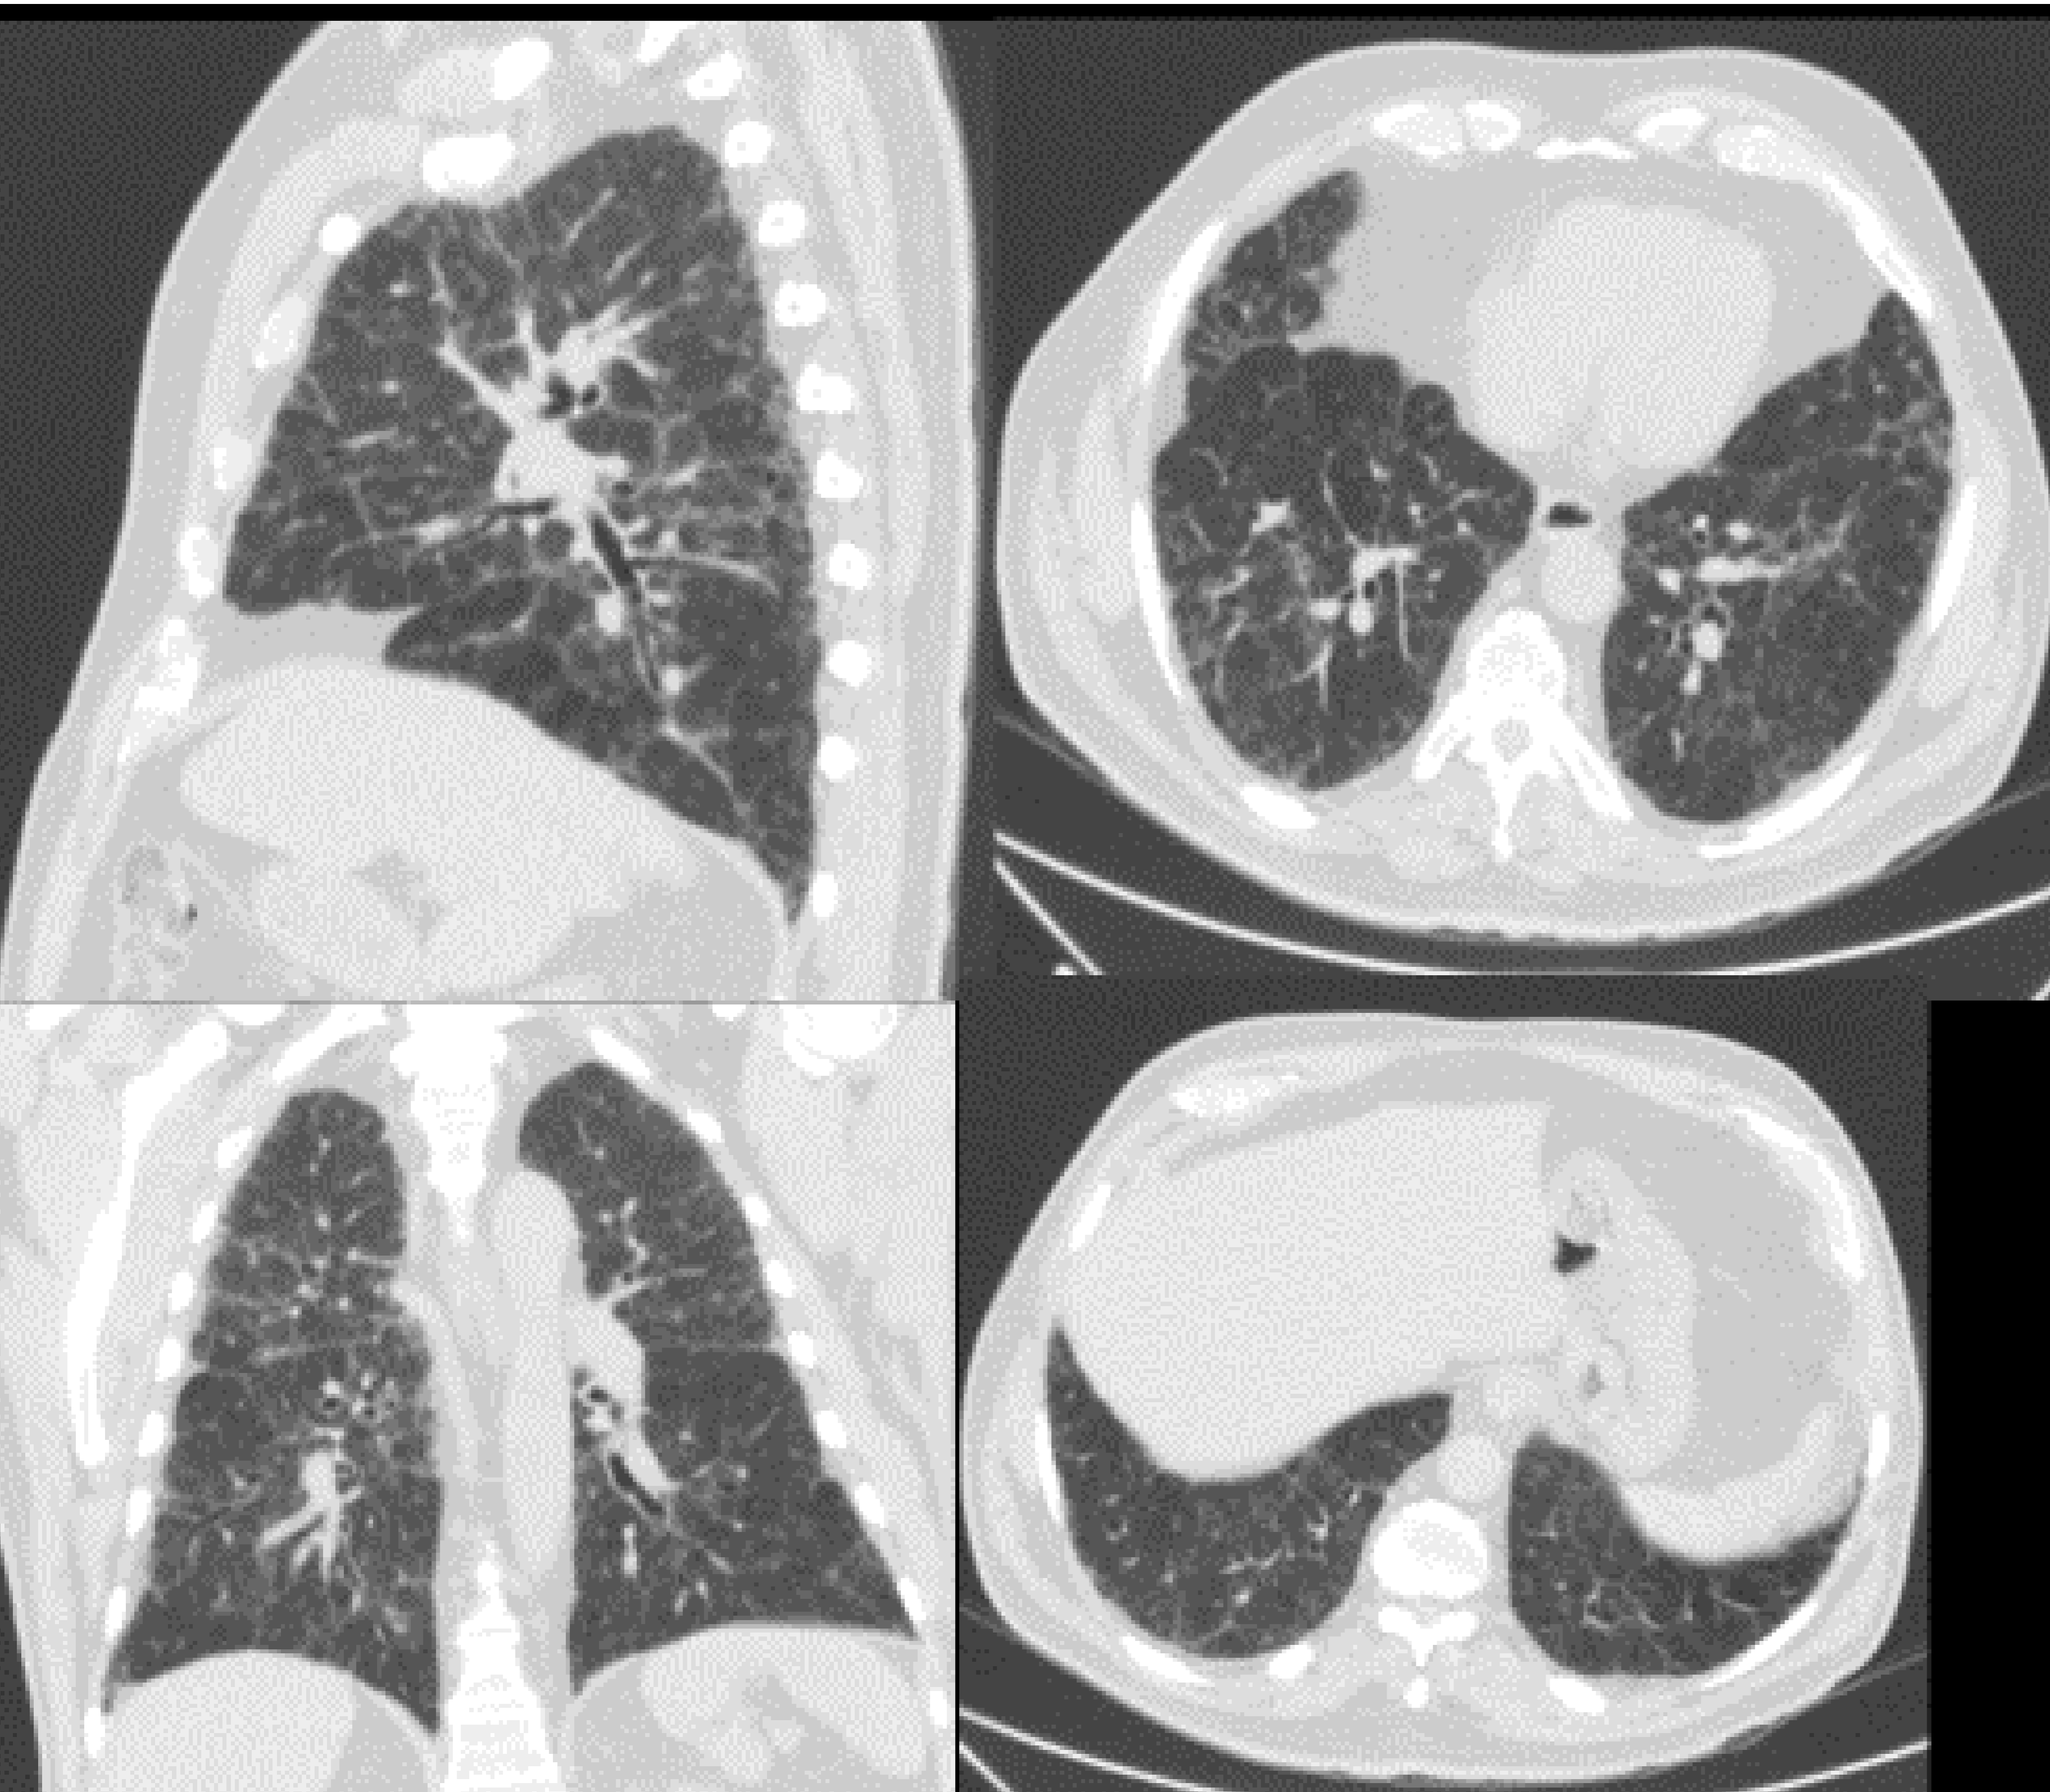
TC en plano sagital, coronal y axial: ventana parénquima Patrón intersticial bilateral con reticulación, sin claro gradiente cráneo caudal. Ausencia de hallazgos que nos sugieran diagnóstico alternativo. NIU INDETERMINADA. AP confirmo un patrón NIU
